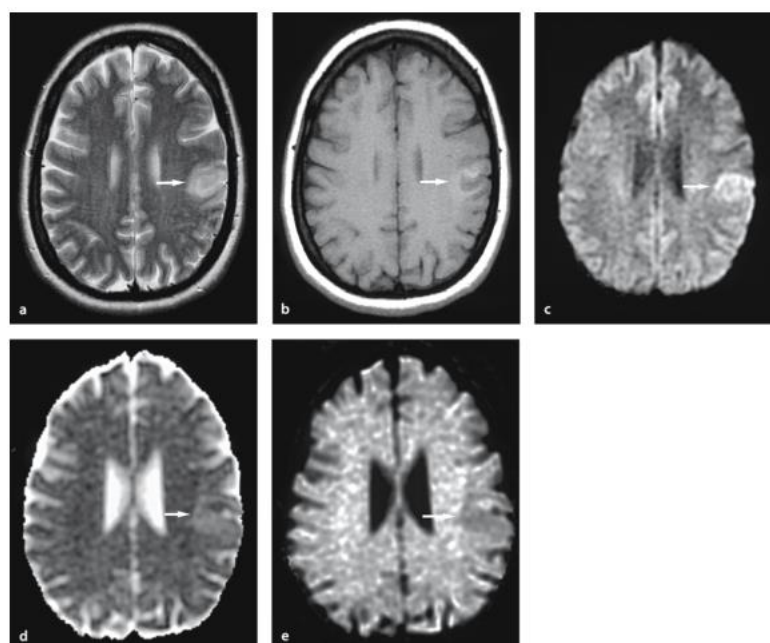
Efeito T2 *shine-through*. As setas de cada imagem correspondem a: hiperintensidade na imagem ponderada em T2, a; hipointensidade com hiperintensidade na periferia na imagem ponderada em T1, b; hiperintensidade na DWI, c; hiperintensidade no mapa de ADC, d; hipointensidade na imagem exponencial (eliminação do efeito T2),e. Adaptado de (59).
